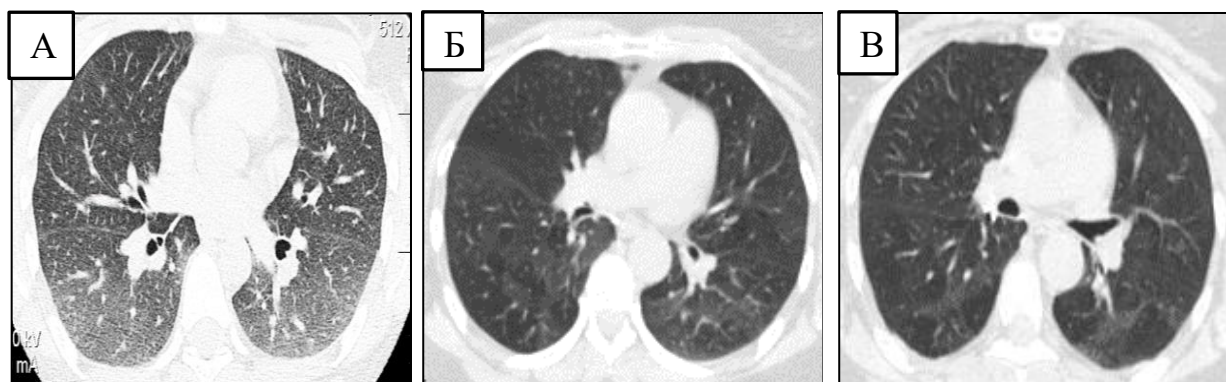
Аксиальные КТ-срезы (экспираторная фаза дыхания): А – здоровый человек (определяется равномерное физиологическое снижение пневматизации обоих легких); Б, В – пациент с СОД (определяется неравномерное снижение пневматизации легочной ткани, «воздушные ловушки»).
